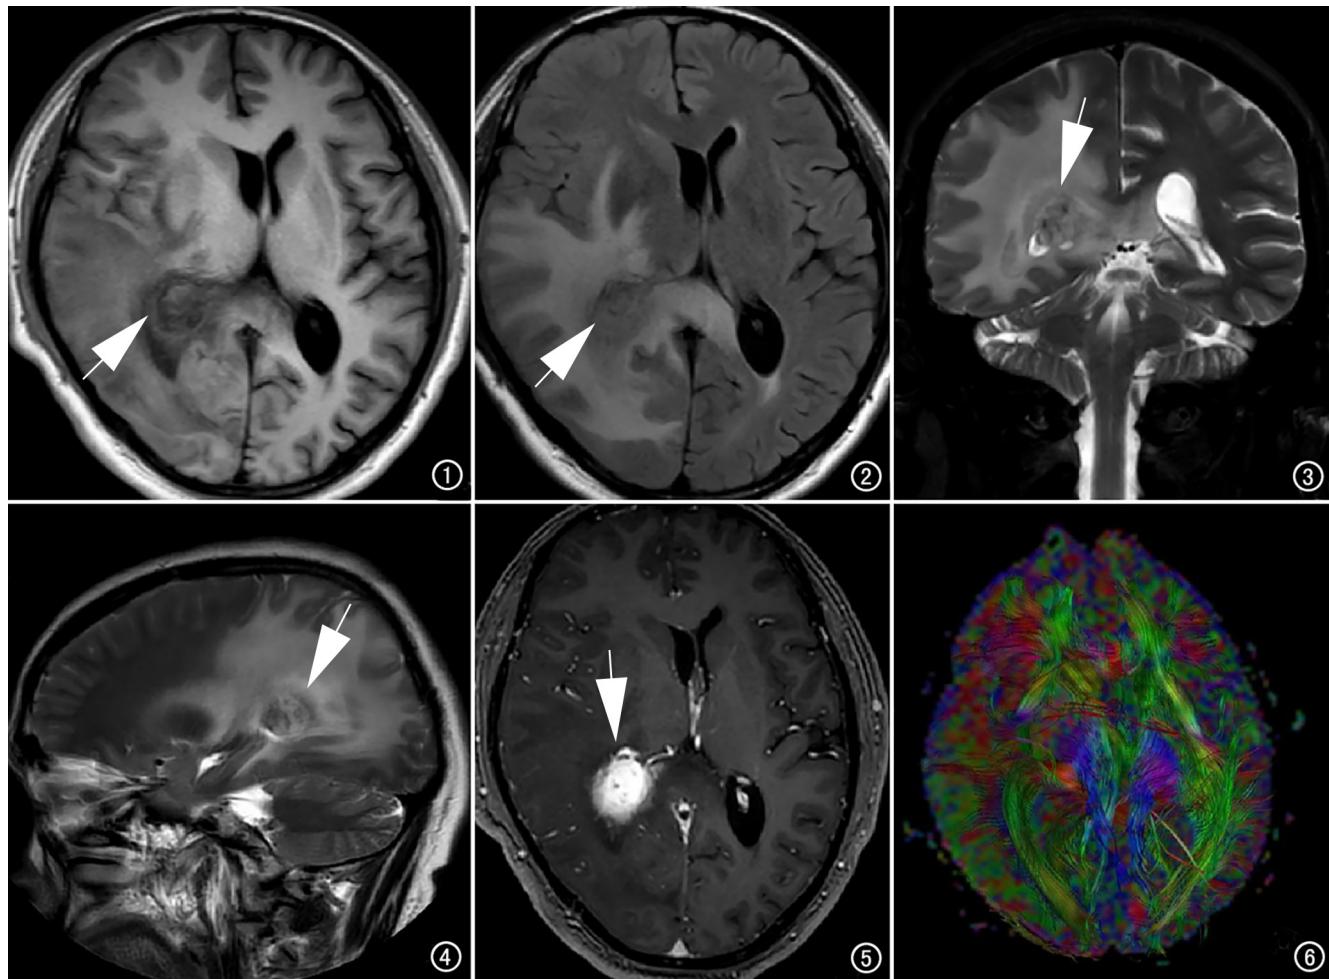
头颅 MRI 横断面示右侧侧脑室三角区结节(箭)T₁WI 呈等-稍高信号。
